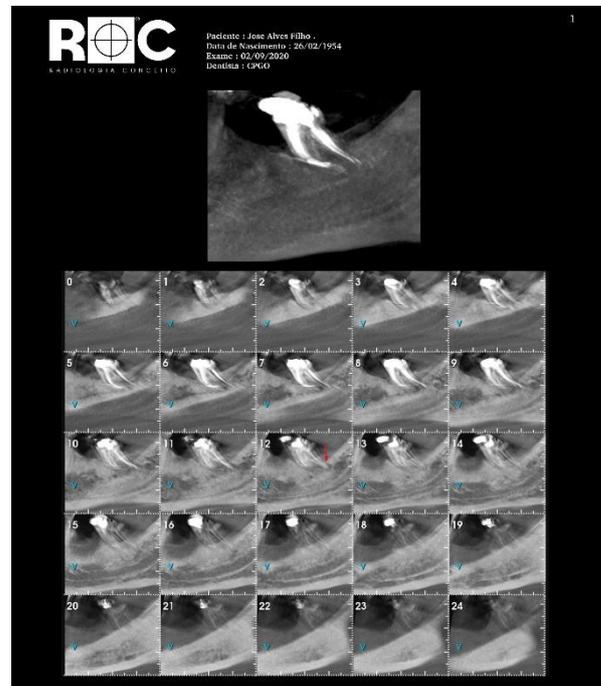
Tomografia após 1 ano de tratamento
